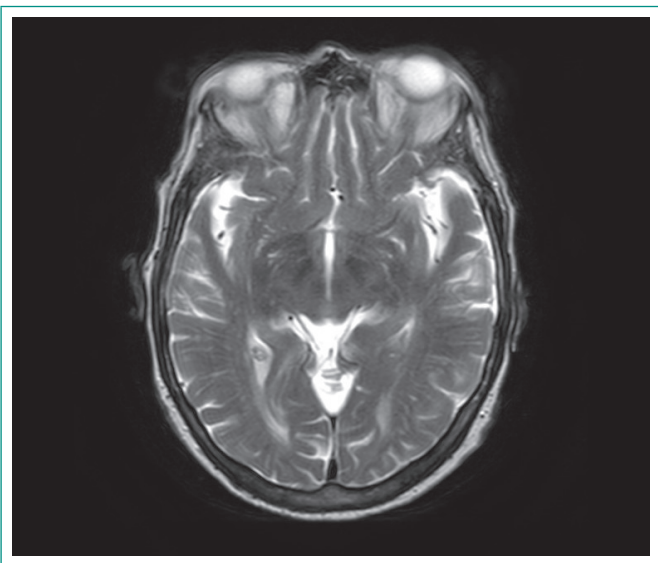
RMN de cerebro, corte axial, secuencia T2 que muestra gliosis vascular superior a lo esperado para la edad y descarta patología aguda.
